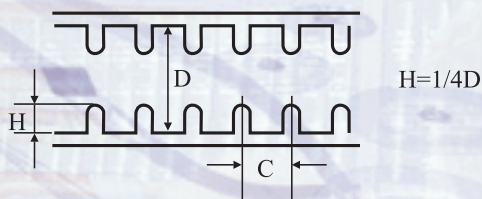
Внутреннее строение ободочной кишки по данным УЗИ и способ определения тонуса: H — высота складок; D — ширина внутреннего просвета;
